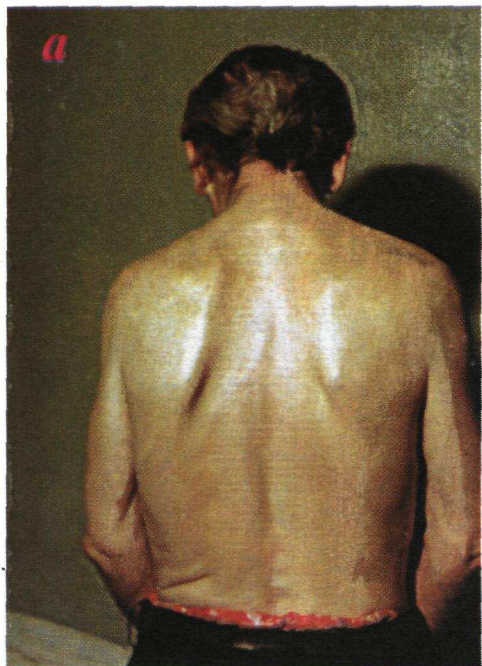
Посттравматический фиброторакс слева. Левая половина грудной клетки уменьшена в объеме (а); заметно уменьшение размеров левой надключичной ямки; деформация левой ключицы и послеоперационный рубец в надключичной области (б). На прямом рентгеновском снимке (в) левая половина грудной клетки меньше правой, имеются признаки выраженных плевральных спаек.
